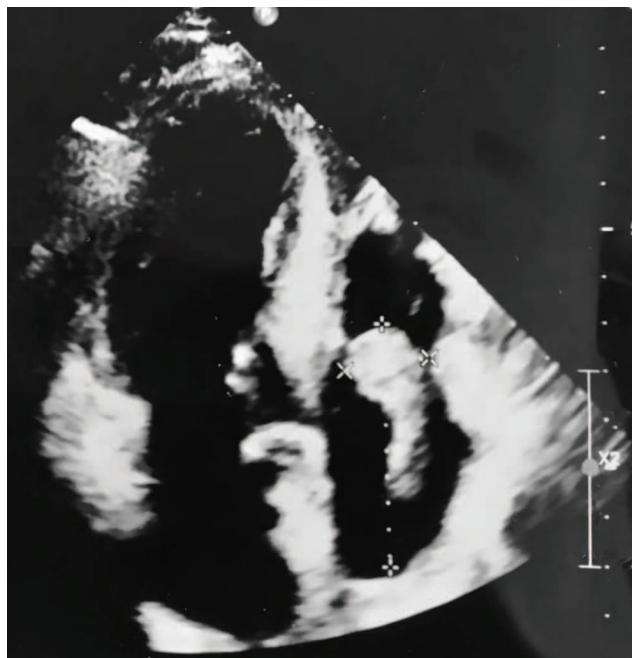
Эхокардиография пациентки. Вегетации на трикуспидальном клапане, тромб в правом предсердии (описание в тексте)
